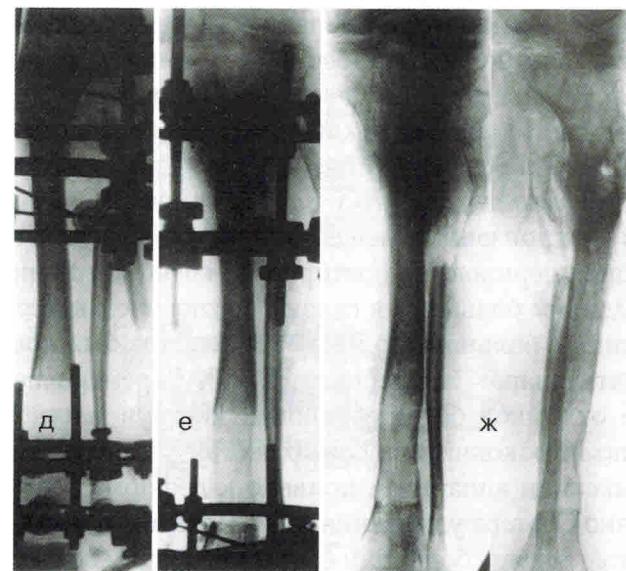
Рентгенограммы левой голени больного И. (продолжение)
